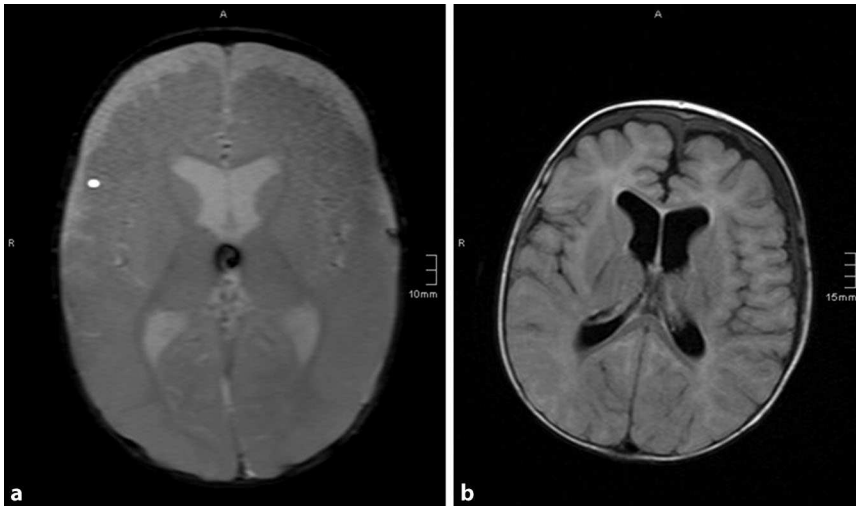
▲ MRT des Schädels. a Hämosiderin-sensitive Sequenz. b FLAIR-Sequenz. Subdurale Ergüsse beidseits in unterschiedlicher Signalintensität ohne Nachweis von Blutbestandteilen, Erweiterung der inneren Liquorräume ohne raumfordernde Wirkung
